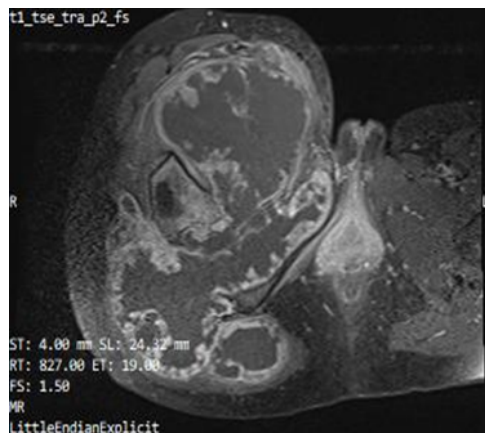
RMN corte axial en secuencia T1
